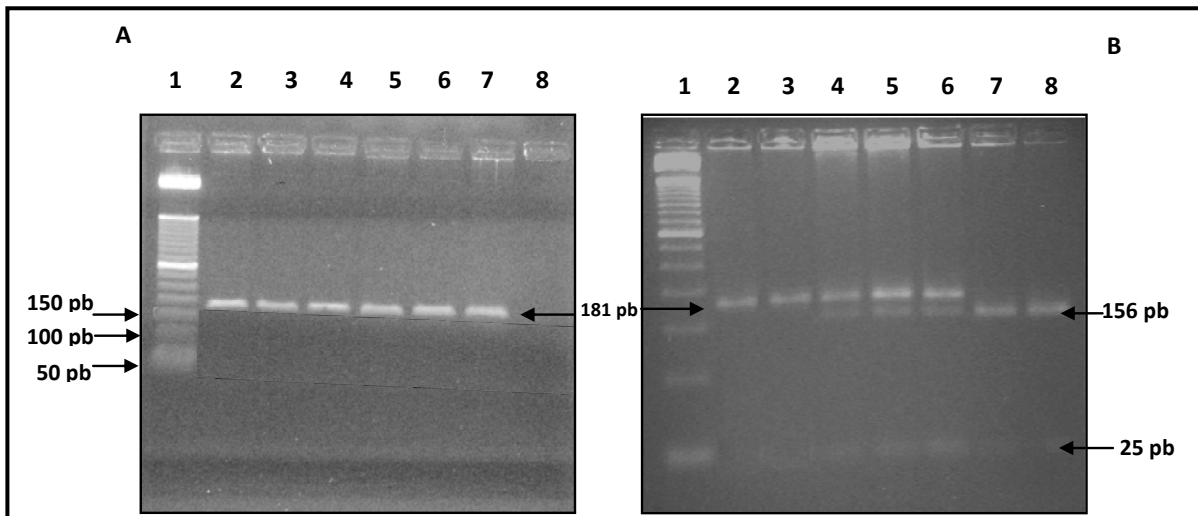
(A) Producto amplificado de 181 pb para la genotipificación del SNP +1444 C/T del gen de la *CRP*. Carril 1: marcador de peso molecular (PM) de 50 pb, carril 2: control positivo, carril 3 a 7 muestras amplificadas con producto de PCR de 181 pb, carril 8: control negativo. (B) Genotipos del SNP +1444 C/T del gen de la *CRP*, obtenidos al someter los productos de PCR a digestión con la enzima de restricción *HpyCH4III*. Carril 1: marcador de PM de 50 pb, carril 2 y 3: genotipo TT, Carril 4 a 6: genotipo CT, carril 7 y 8: genotipo CC.
